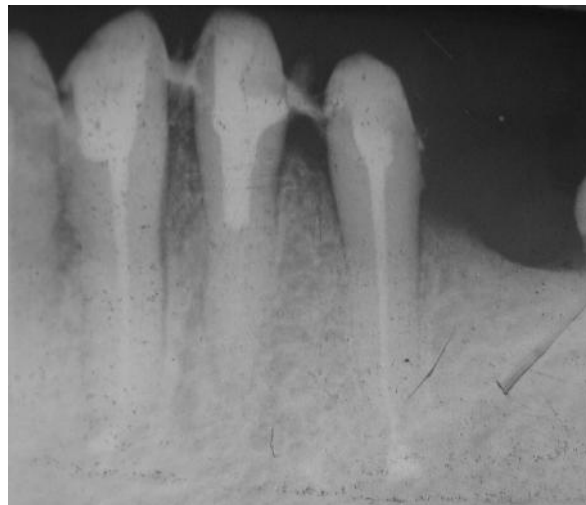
Копия прицельной рентгенограммы того же больного. Отмечается замещение очагов деструкции в зоне хирургического вмешательства костной тканью, имеющей характерное трабекулярное строение с высокой степенью дифференцирования остеогенных клеток. 12 месяцев.
